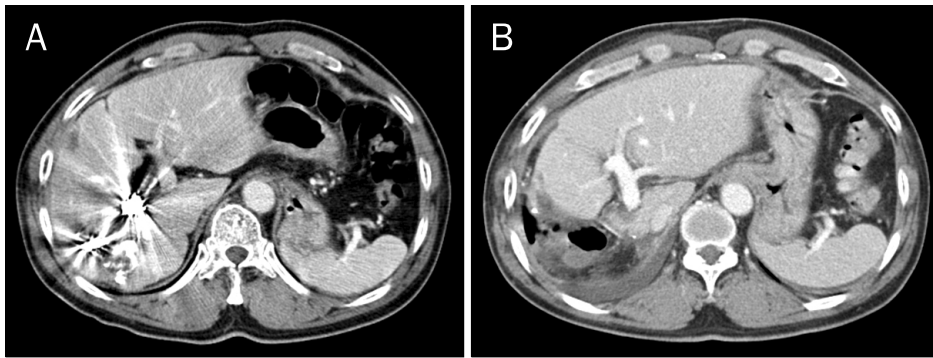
Computed tomography images before and after right hepatectomy. (A) Marked atrophy of the right liver was found at the 15 months after hepatic vein embolization. (B) CT taken 1 week after surgery showed prominent regeneration of the remnant left liver.
